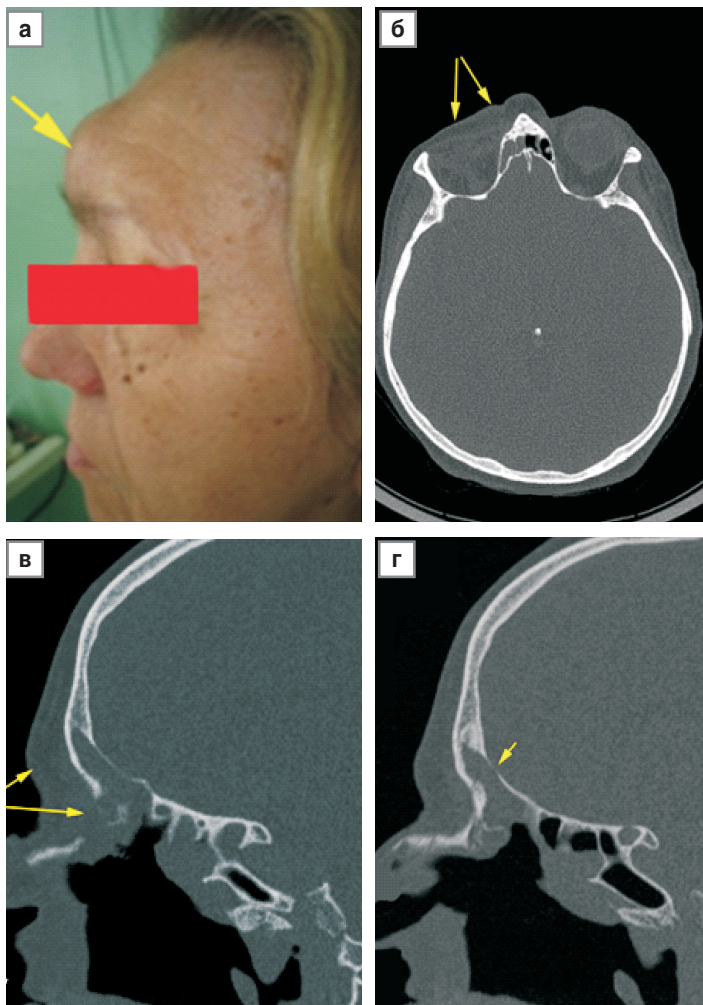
Фото (а) и компьютерные томограммы (аксиальная — б и сагиттальные — в и г проекции) пациентки З., 67 лет, при поступлении в стационар по поводу обострения хронического посттравматического фронтита; отмечается деформация лобной области и мягких тканей правой параорбитальной области за счет инфильтративных изменений (стрелки)
